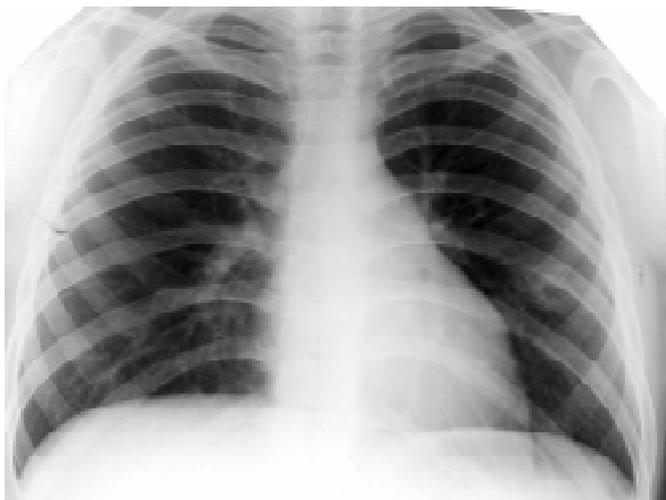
Хвора Ч., 14 років. Рентгенограма органів грудної клітки з вираженим васкулітом, на фоні якого зліва на рівні 4-го ребра розташована порожнина розміром $1,2 \times 0,6$ см
